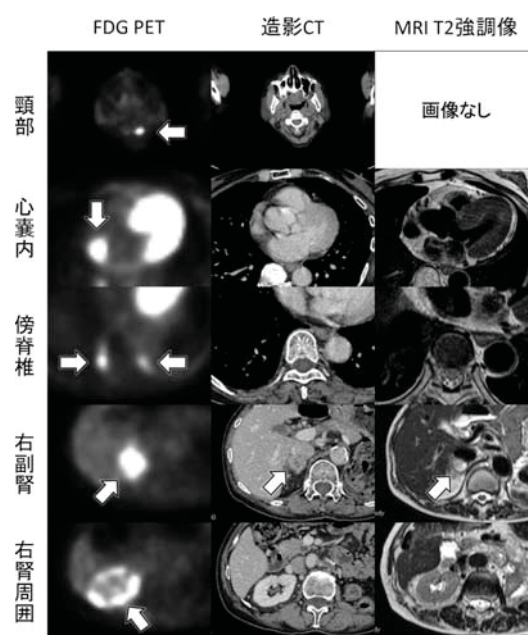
Comparison between FDG PET, enhanced CT and MRI findings. Arrows indicate the presence of obvious findings.
